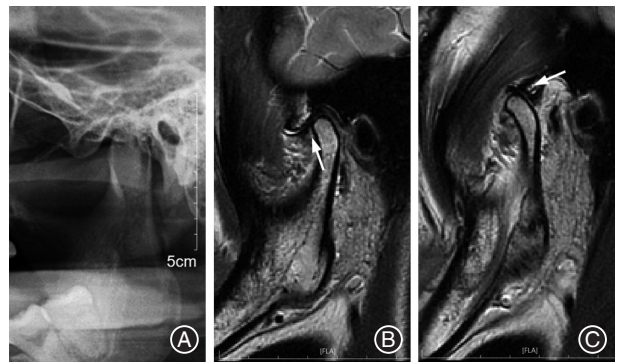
左侧急性颞下颌关节盘不可复性前移位(ADDWoR)经手法复位联合 Twin-Block 咬合板治疗后恢复为正常盘-髁关系 A:治疗前张口位片示左髁突运动受限;B:左侧颞下颌关节治疗6个月后闭口位磁共振成像(MRI),箭头所示关节盘-髁突关系正常,上腔少许积液;C:左侧颞下颌关节治疗6个月后开口位时盘-髁关系良好。
